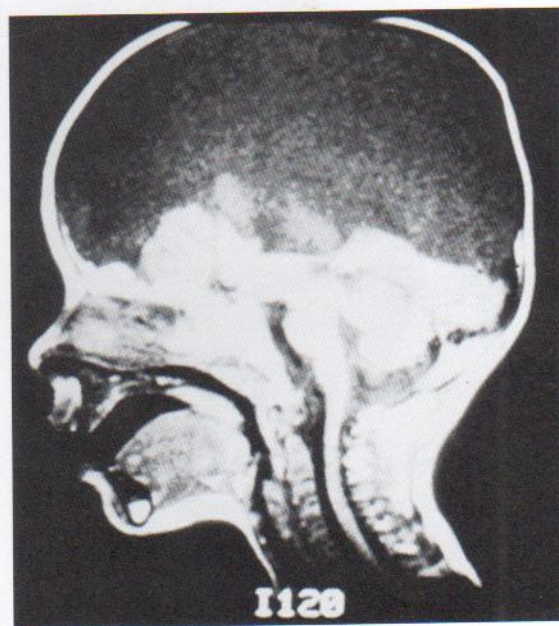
RM (resonancia magnética) de la cabeza de un niño con hidranencefalia que muestra el tronco encefálico y la médula espinal con remanentes del cerebelo y la corteza cerebral. El resto del cráneo está lleno de LCR. (Tomada de Behrman RE, Kliegman RM, Arvin AM [eds.]: *Nelson Textbook of Pediatrics*, 15.ª ed. Filadelfia, WB Saunders, 1996.)
